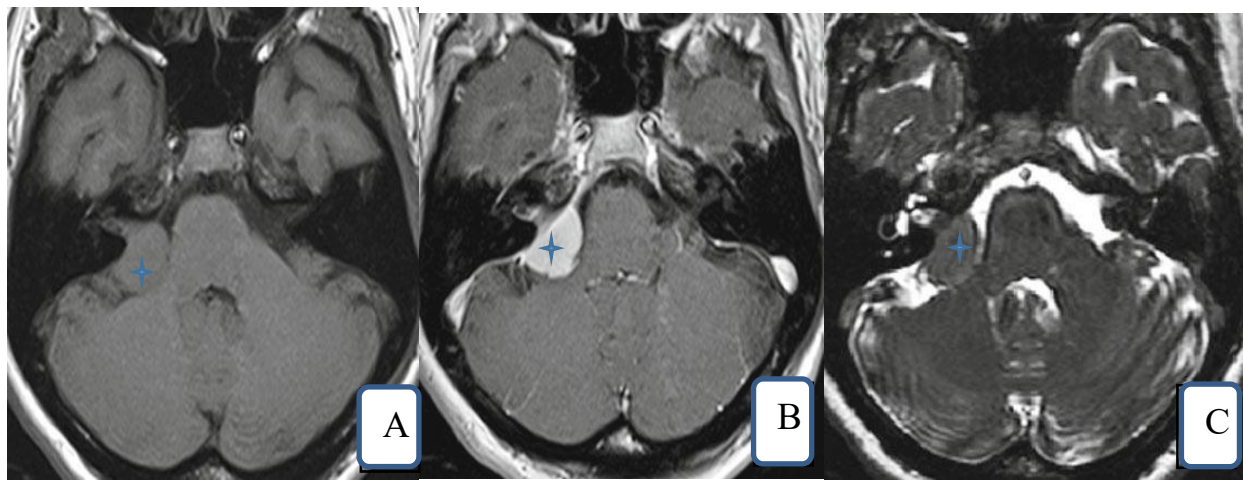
Aspect IRM d'un méningiome de l'APC.
